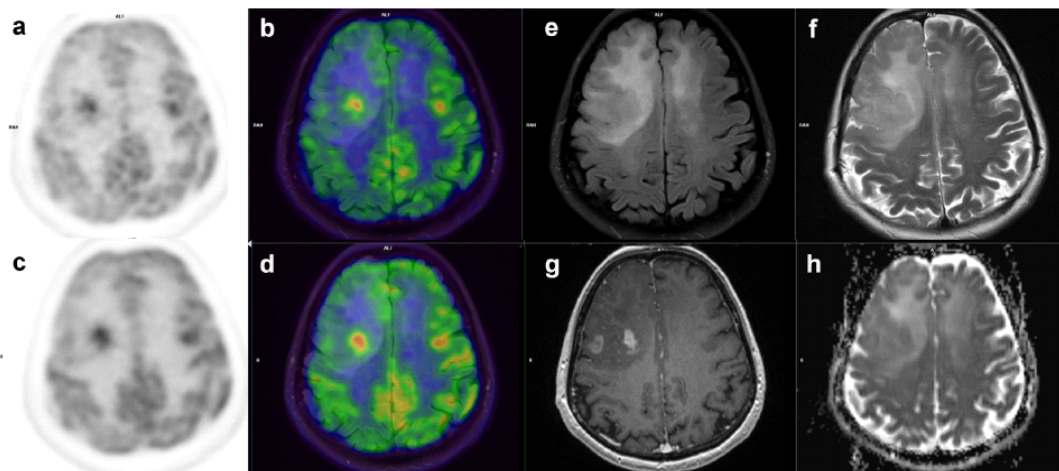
⁽¹³¹⁾: ^{18}F FDG PET/RM di un astrocitoma anaplastico nel lobo frontale destro - si nota una eterogenea distribuzione del tracciante nell'area tumorale con più elevato accumulo del ^{18}F FDG nel "cuore" del tumore a più intensa attività metabolica; (a-c) sono immagini PET, (b-d) sono immagini di fusione ricostruite rispettivamente con tecnica di soppressione del movimento e tecnica convenzionale; (e) - immagine T2 FLAIR; (f) - immagine T2 turbo spin eco; (g) - MPRAGE T1; (h) - sequenza in DWI (è presente diminuita diffusione che dipende da un'aumentata densità cellulare).
